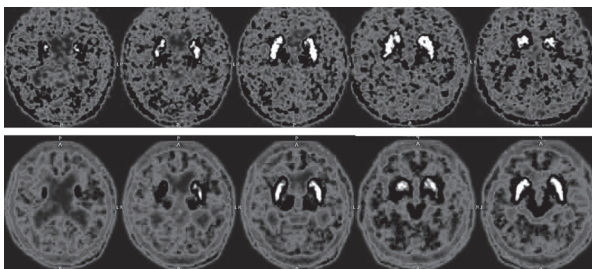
F-DOPA (上段) および Raclopride (下段) PET
